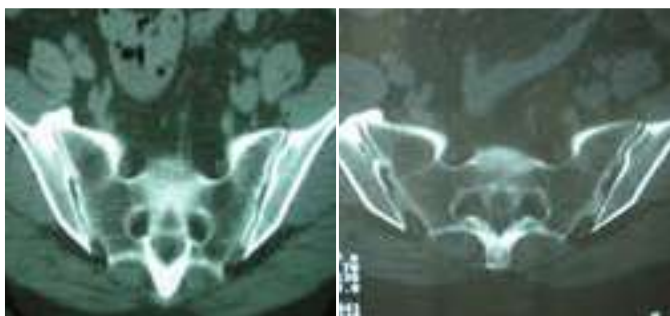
Tomografia computadorizada de pelve em corte axial evidenciando comprometimento da articulação sacro ilíaca.
